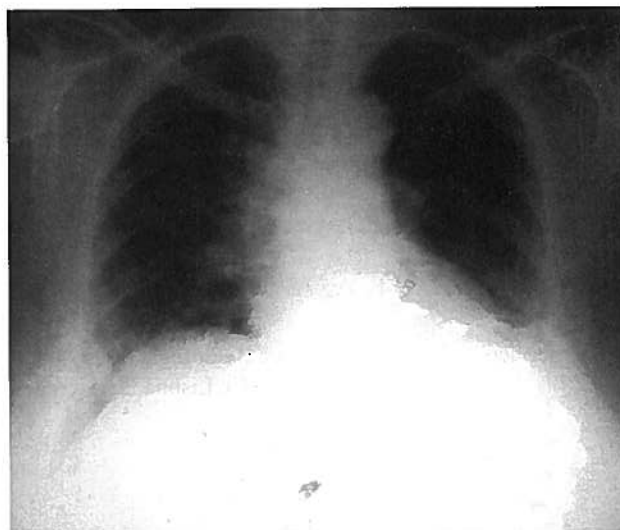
a) – Radiografia do Tórax na incidência Postero-anterior (inicial).
